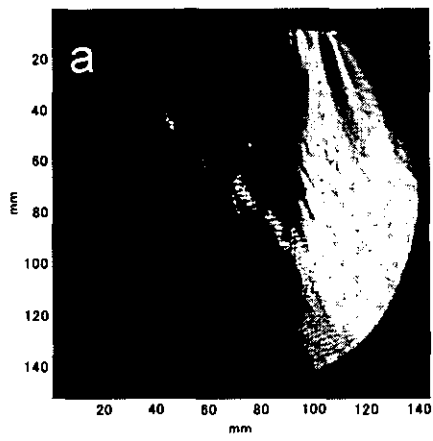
500 kHz超音波のシュリーレン像 図5 2MHz超音波のシュリーレン像
